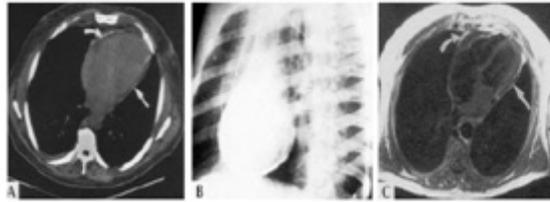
cd3: A. Computed tomography of the chest showing thickened pericardium and calcification (arrows) in a patient with constrictive pericarditis. B. Extensive pericardial calcification with chronic pericarditis without constriction. The typical hemodynamic pattern must also be present to make the diagnosis of constrictive pericarditis. C. Magnetic resonance imaging from a patient with constrictive pericarditis. Note a dark area of thickened pericardium over the left ventricle (straight arrow) and a light area of pericardial fat over the right ventricle (curved arrow).
